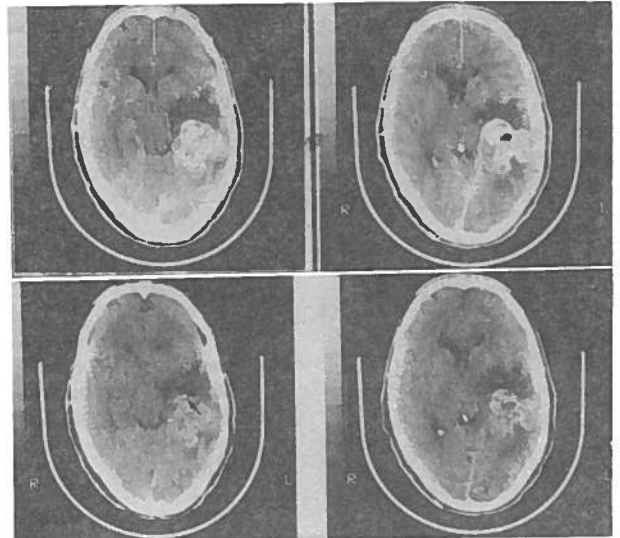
Tomografia axial computadorizada craneo-encefálica - metástases cerebrais bilaterais com calcificações (seta) intralesionais.
